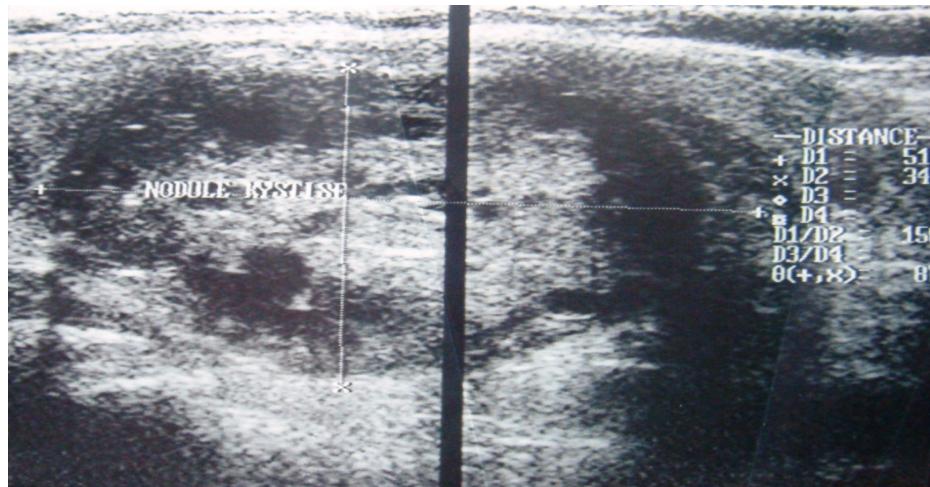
Image échographique montrant un nodule thyroïdien hyperéchogène et siège de zones kystiques.
